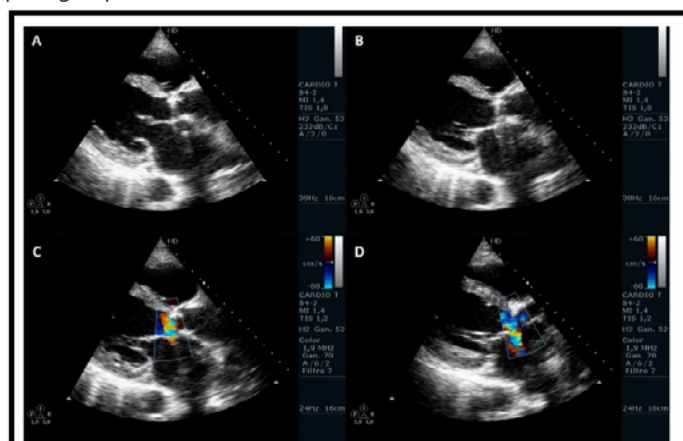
Ecocardiograma Doppler transtorácico. Vista paracostal izquierda en ojo largo. Se observa presencia de prótesis valvular mecánica en posición aórtica (A) con la formación de un pseudoaneurisma ubicado a nivel de la fibrosa mitro-aórtica con expansión sistólica (B). El Doppler color demuestra la comunicación del pseudoaneurisma con el tracto de salida de ventrículo izquierdo, con pasaje de flujo en diástole (C) y sístole (D).
